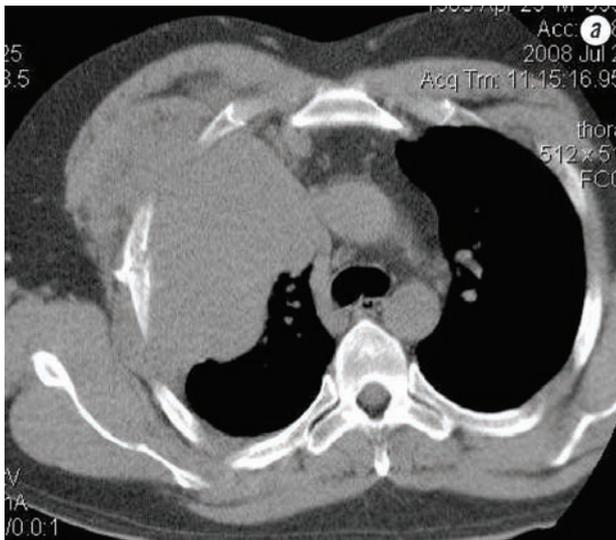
Компьютерные томограммы пациента П. Ангиосаркома грудной стенки до (а) и после (б) ВАХТ
